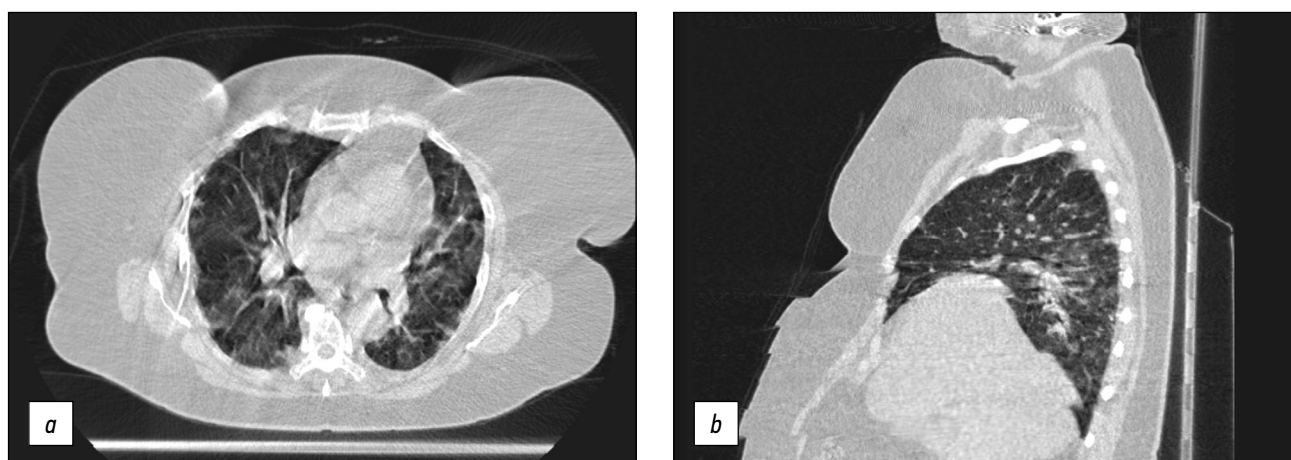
Аксиальный и сагиттальный компьютерно-томографические срезы органов грудной клетки в лёгочном окне: *a* — артефакты движения; *b* — ступеньки (motion-, step-артефакты), вызванные дыхательными движениями грудной клетки в момент сканирования.
